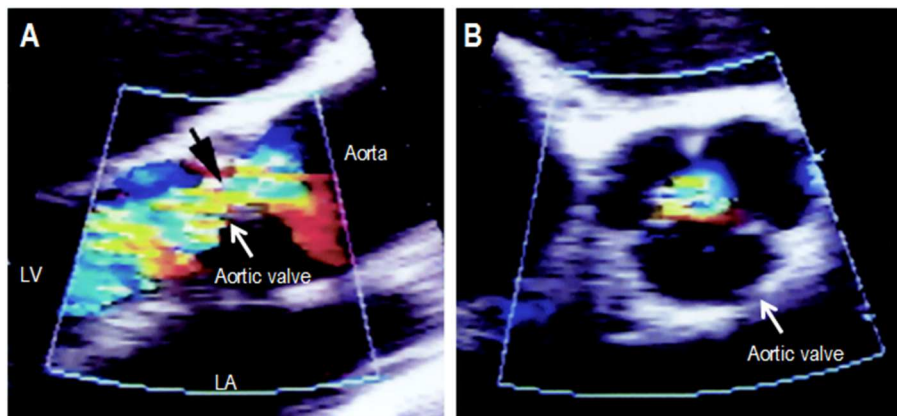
Visualisation échocardiographique d'une insuffisance de la valve aortique.
